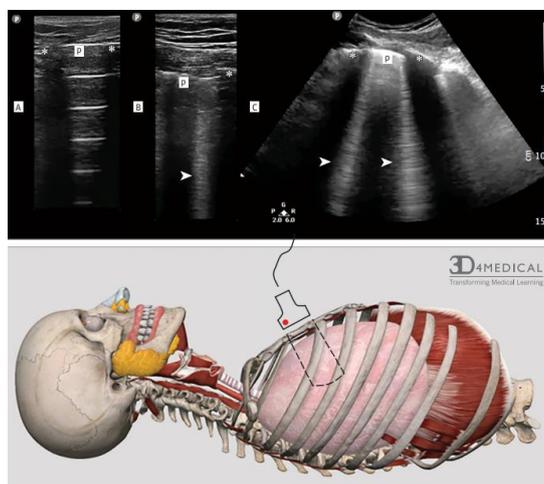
Image anatomique de l'échographie pulmonaire [12]
